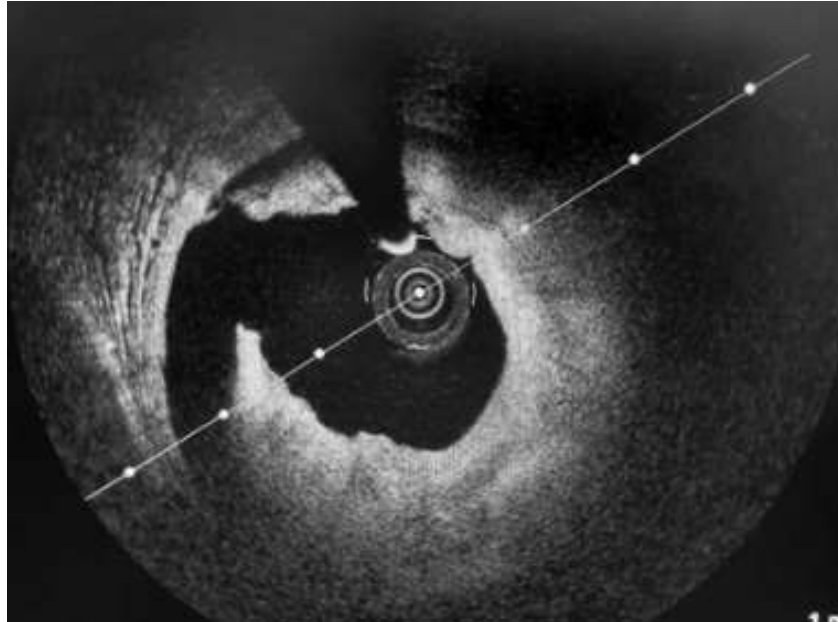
Оптична когерентна томографія: візуалізація розриву атеросклеротичної бляшки при гострому коронарному синдромі
